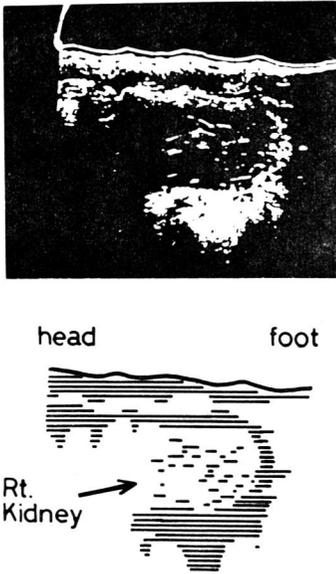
Ultrasonogram of polycystic kidney.
